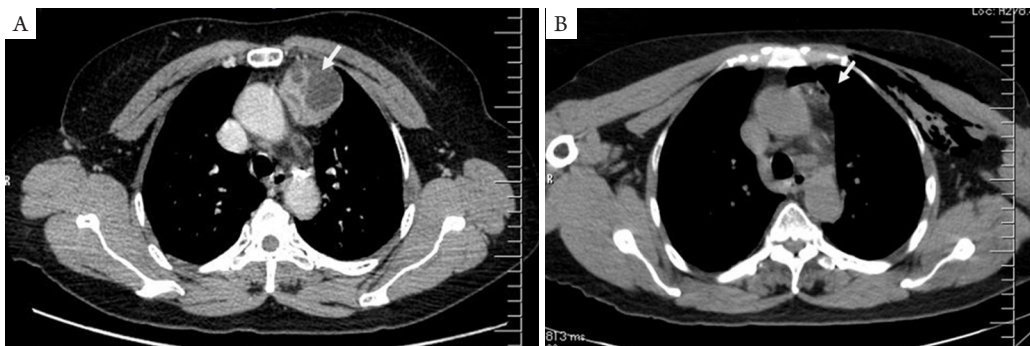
例1术前(A)及术后(B)纵隔的CT对比图
